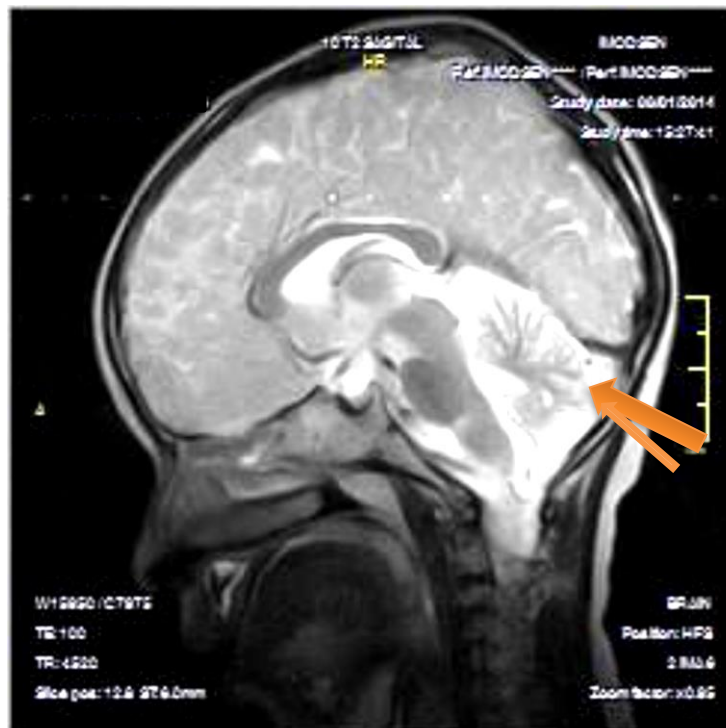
IRM du patient index montrant une atrophie cérébelleuse, indiquée par une flèche orange
